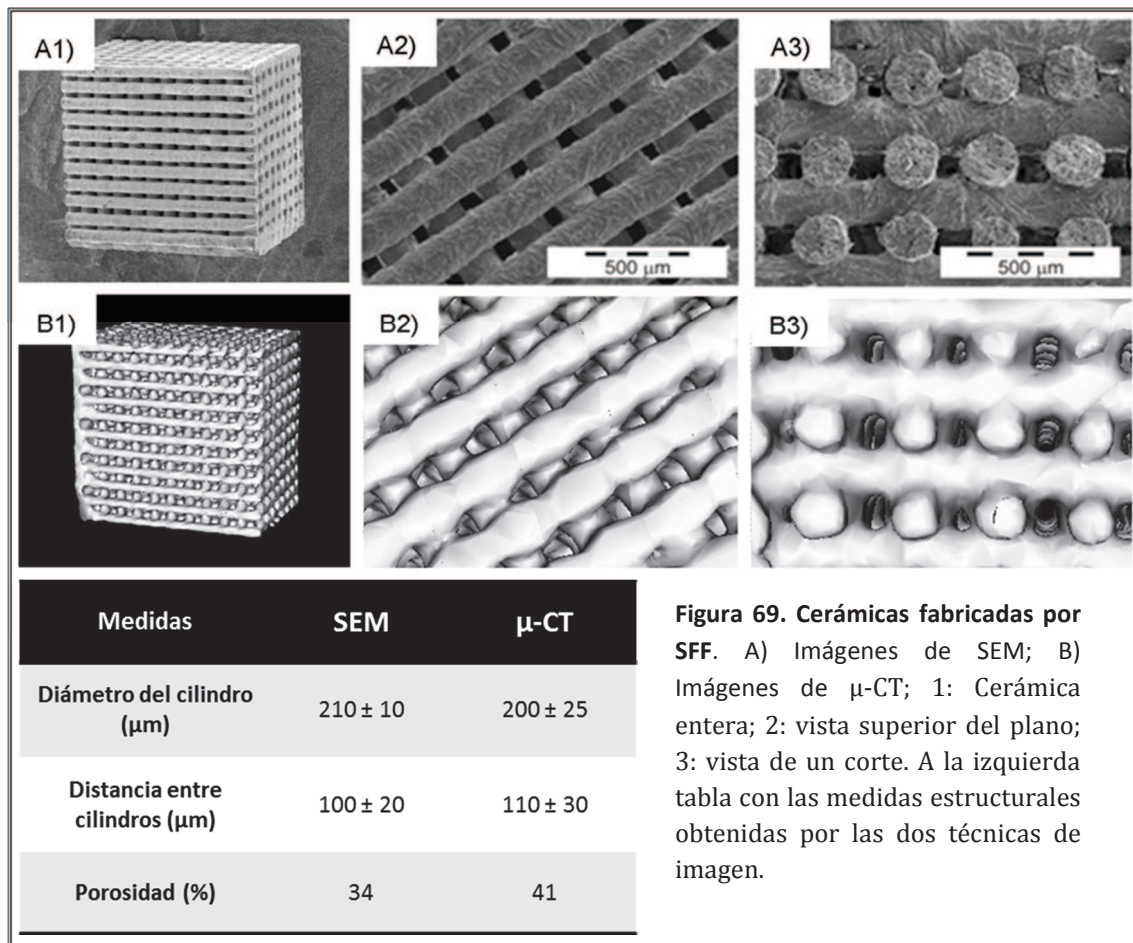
Cerámicas fabricadas por SFF. A) Imágenes de SEM; B) Imágenes de  $\mu$ -CT; 1: Cerámica entera; 2: vista superior del plano; 3: vista de un corte. A la izquierda tabla con las medidas estructurales obtenidas por las dos técnicas de imagen.
